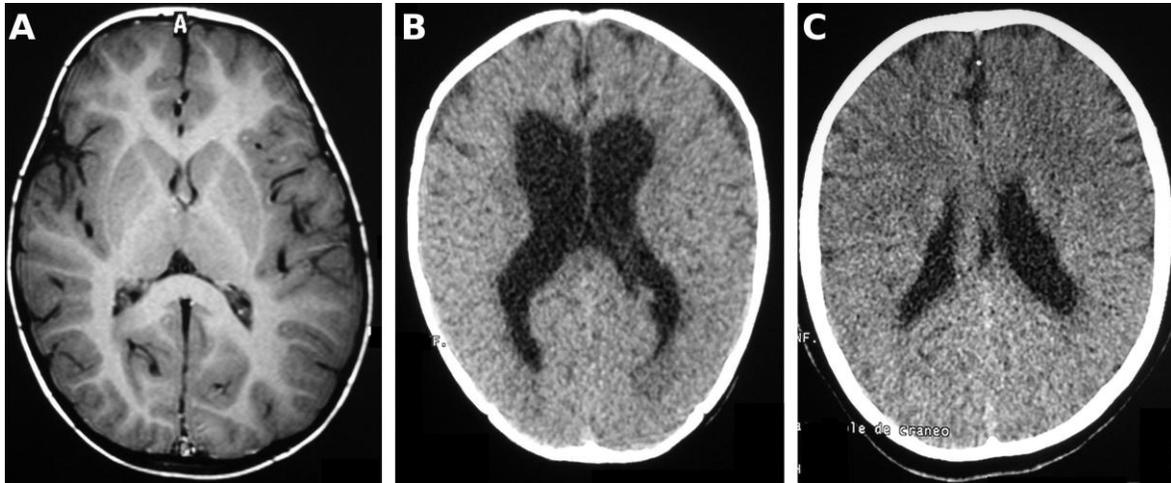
Tomografía axial computarizada. A) Imagen representativa de un paciente neurológica y estructuralmente normal, B) Paciente con PCI secundaria a hipoxia/isquemia grave, C) Paciente con PCI secundaria a hipoxia/isquemia leve, los dos pacientes con PCI muestran diferente grado de atrofia cortical generalizada. Tomada archivo médico CRIT Tlalnepanitla.
